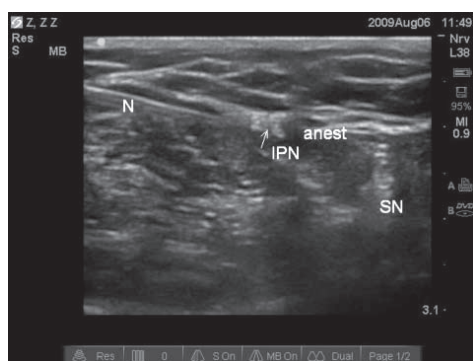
Пункция подколенного нерва под контролем УЗИ: IPN — подколенный нерв; SN — n. saphenus; N — игла; anest — анестетик
